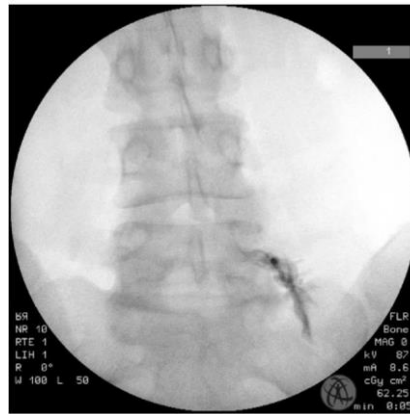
Röntgenbild einer lumbalen extraforaminalen Radikulographie. Zu sehen ist die Kontrastmittelverteilung entlang der aus dem Neuroforamen (Foramen intervertebrale) ausgetretenen Nervenwurzel. (10)
